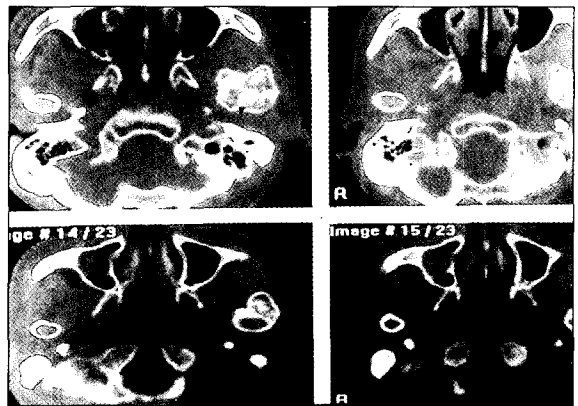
파두 부위에 발생한 거대한 종피의 모습을 보여주는 CT 소견.
